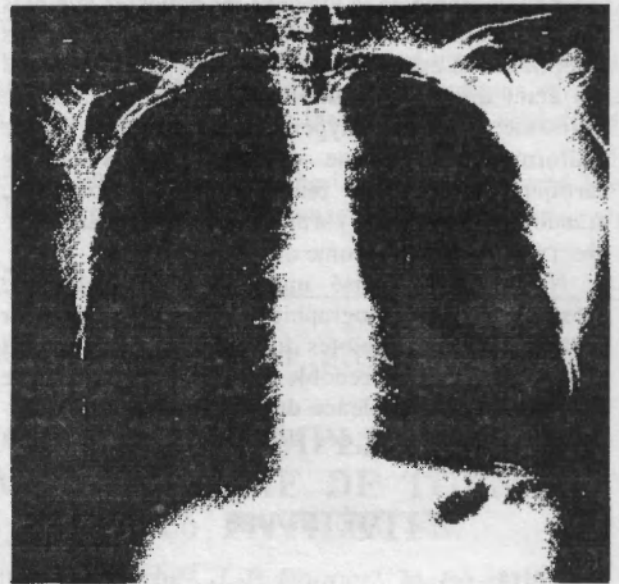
Radiographie thoracique de face chez une jeune fille atteinte d'un syndrome de Turner, âgée de 17 ans, atteinte d'une dilatation de l'aorte ascendante. Il existe un comblement des culs-de-sac pleuraux et une opacité médiastinale droite correspondant à l'aorte ascendante dilatée.
